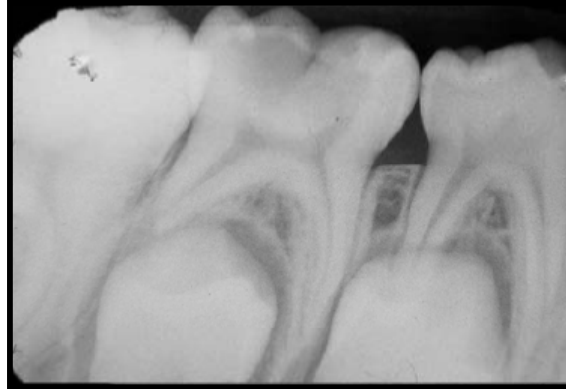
Radiografía inicial del segundo molar de la primera dentición con presencia de resorción radicular externa en la raíz distal.⁸
